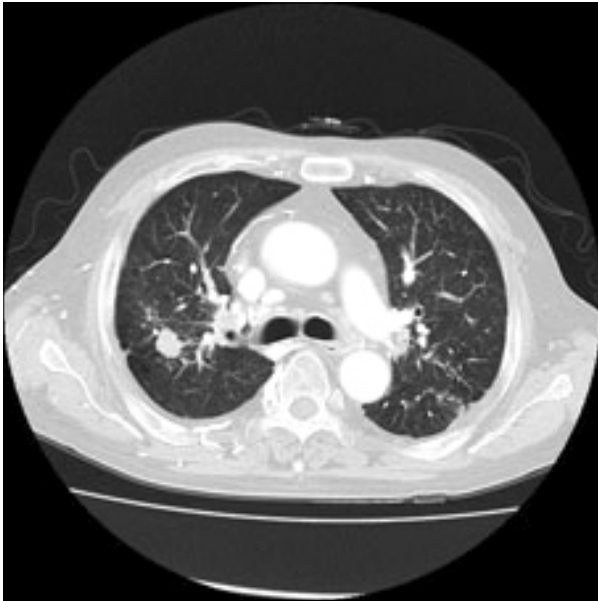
Chest CT scan showing a high-density mass in the right upper lung region.
